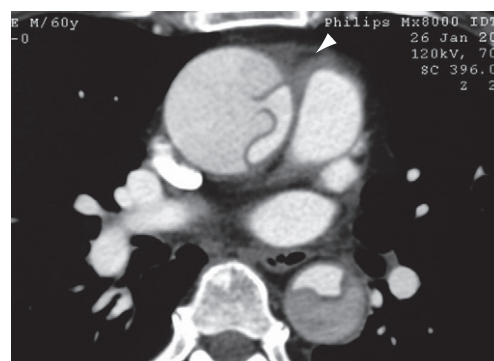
TDM axiale montrant une dissection aortique de type A. L'aorte ascendante est anévrysmale. La membrane intimale est le siège d'une perforation correspondant à la porte d'entrée de la dissection. Le faux chenal circule avec retard et comprime le vrai chenal, ce qui est un signe de gravité et d'hypoperfusion distale. Noter l'existence d'un hémopéricarde (tête de flèche). La chirurgie doit être entreprise en extrême urgence.
